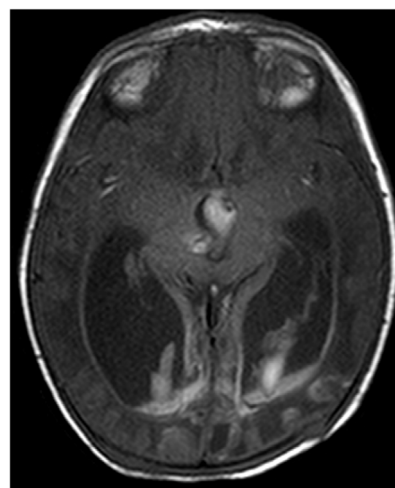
Resonancia magnética nuclear potenciada en T1, realizada a los 14 días del evento. Corte axial en el que se visualiza dilatación de ambos ventrículos laterales y tercer ventrículo con depósito de hemosiderina, así como afectación talámica derecha y hemisférica temporal y occipital.
